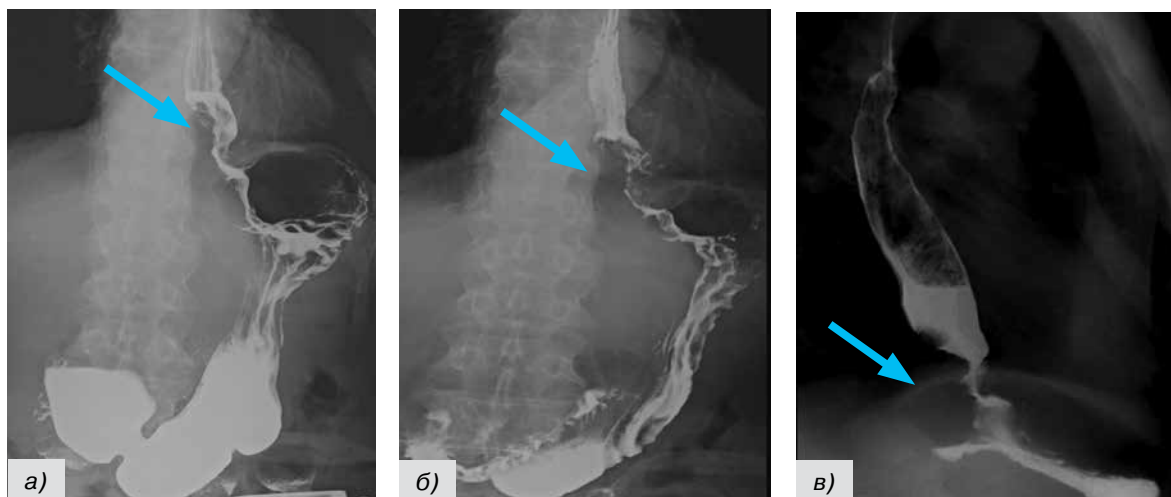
Снимки, рентгеноскопия: кардиоэзофагеальный рак представлен дефектом наполнения с изъязвлениями, складки слизистой не прослеживаются, стенки регидны (а, б), определяется супрастенотическое расширение и задержка бариевой взвеси в нижнем отделе пищевода (в)
